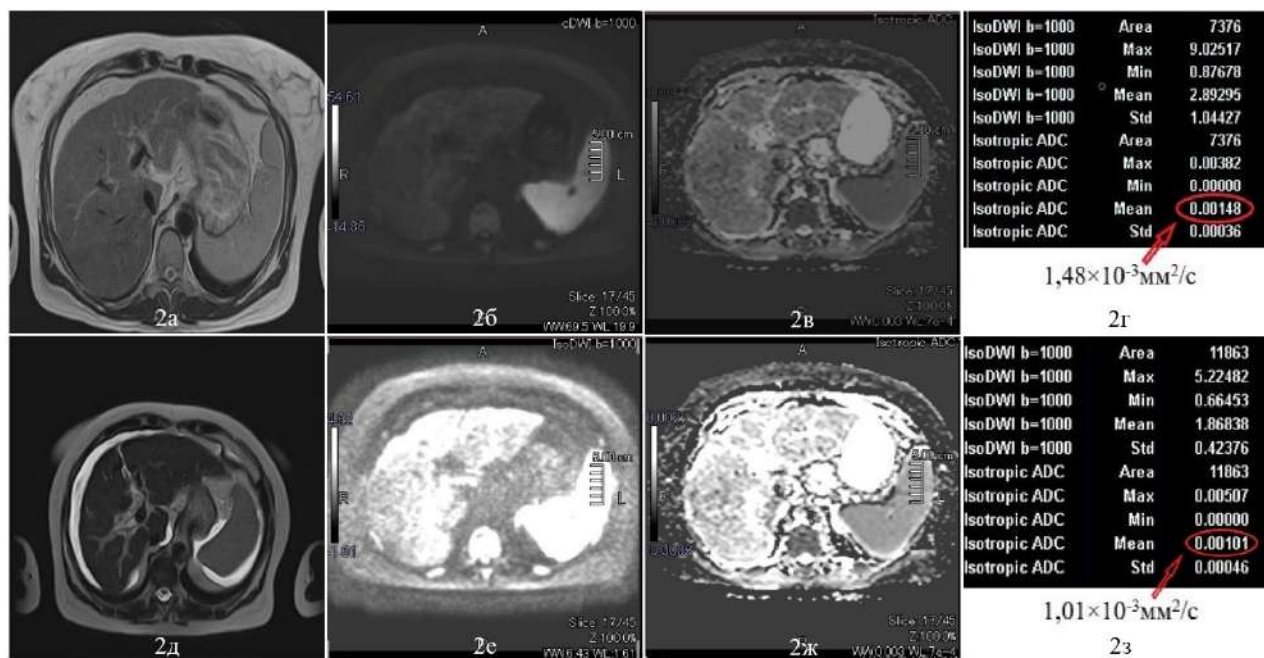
Пациент К, 49 лет с алкогольной болезнью печени (через 6 мес. наблюдения): 2а – T1 ВИ, аксиальный срез, гепатомегалия, однородная структура печени; 2б – последовательность ДВИ печени, b-фактор 1000 (низкий сигнал – нет ограничения диффузии, что соответствует неактивному процессу); 2в – карта ИКД печени; 2г – коэффициент диффузии $1,48 \times 10^{-3} \text{mm}^2/\text{c}$, что соответствует гепатиту; динамическое наблюдение (через 9 мес.): 2д – T2 ВИ, аксиальный срез, гепатомегалия, неоднородная структура печени, контуры неровные, асцит; 2е – последовательность ДВИ печени, b-фактор 1000 (высокий сигнал – ограничение диффузии, что соответствует активному процессу); 2ж – карта ИКД печени; 2з – коэффициент диффузии $1,01 \times 10^{-3} \text{mm}^2/\text{c}$, что соответствует циррозу
